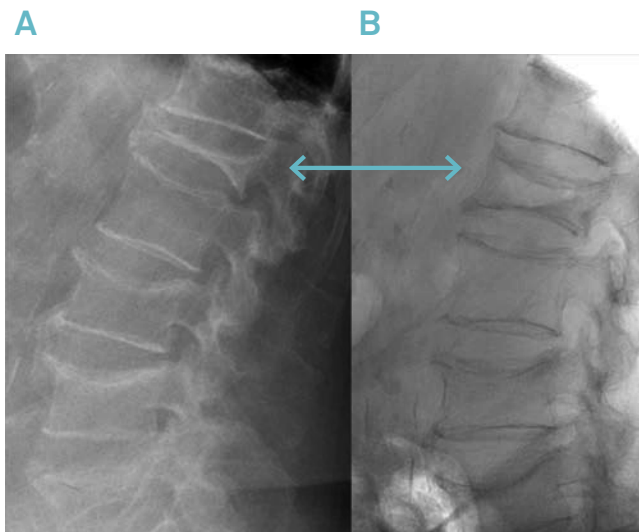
Radiografía de columna lumbar lateral en bipedestación: vertebra plana L1 (A). Radiografía de columna lumbar lateral en decúbito supino e hiperextensión sobre una almohada: recuperación parcial de la altura de L1 y presencia de una cavidad entre los platillos vertebrales por pseudoartrosis (B).
